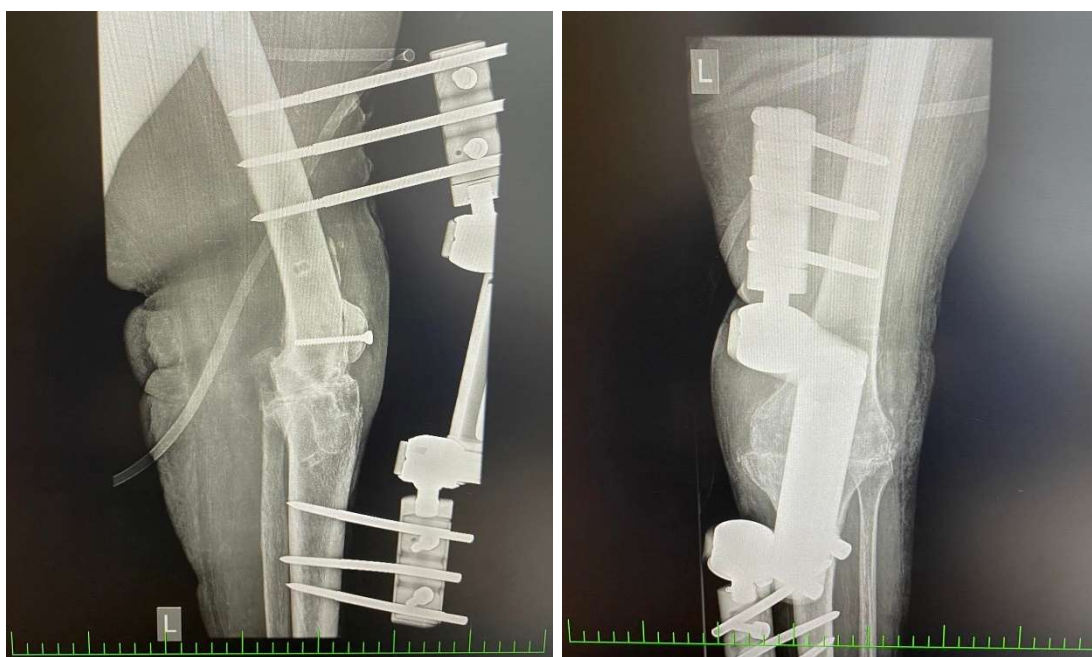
Kontrolní RTG snímek u pacientky H. J. dne 22. 2. 2022.
